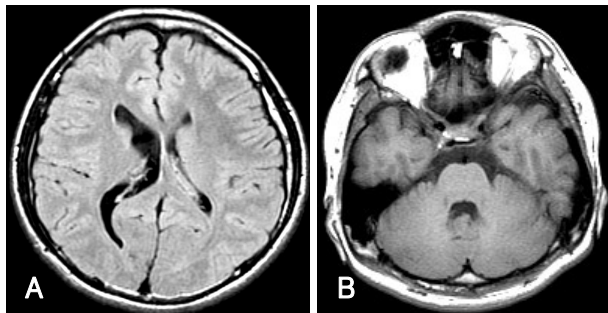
Brain magnetic resonance image of the patient. A: The magnetic resonance image reveals the right dysmorphic lateral ventricle. B: No remarkable finding is noted in cerebellum and vermis.
